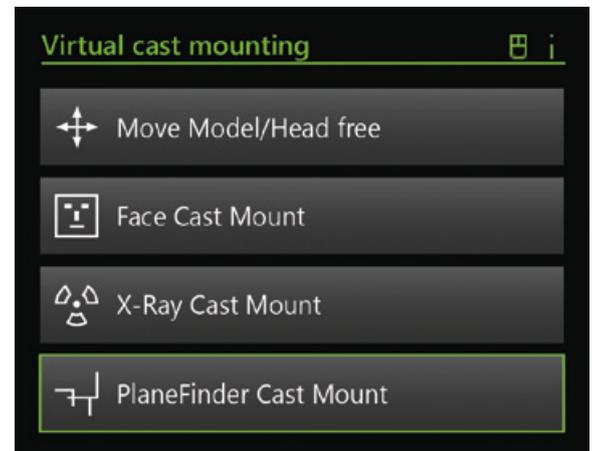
Mit dem Button PlaneFinder Cast Mount wird das CAD PlaneTool PS1-3D aktiviert, mit den übrigen Anwendungen können 2D-, 3D- und Fernröntgenbilder hinterlegt und ihre Position feinjustiert werden.
